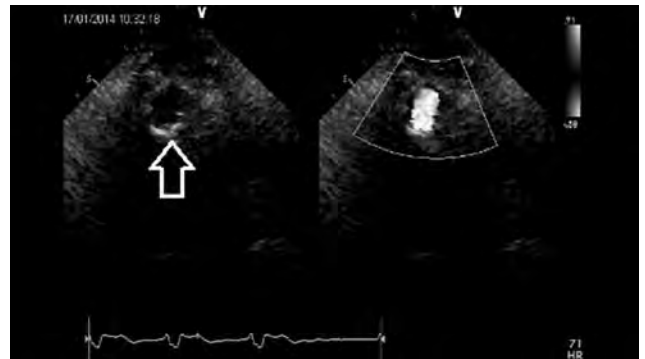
Immagine ecocardiografica di un condotto polmonare estesamente calcifico (freccia bianca) in un paziente affetto da tetralogia di Fallot.
